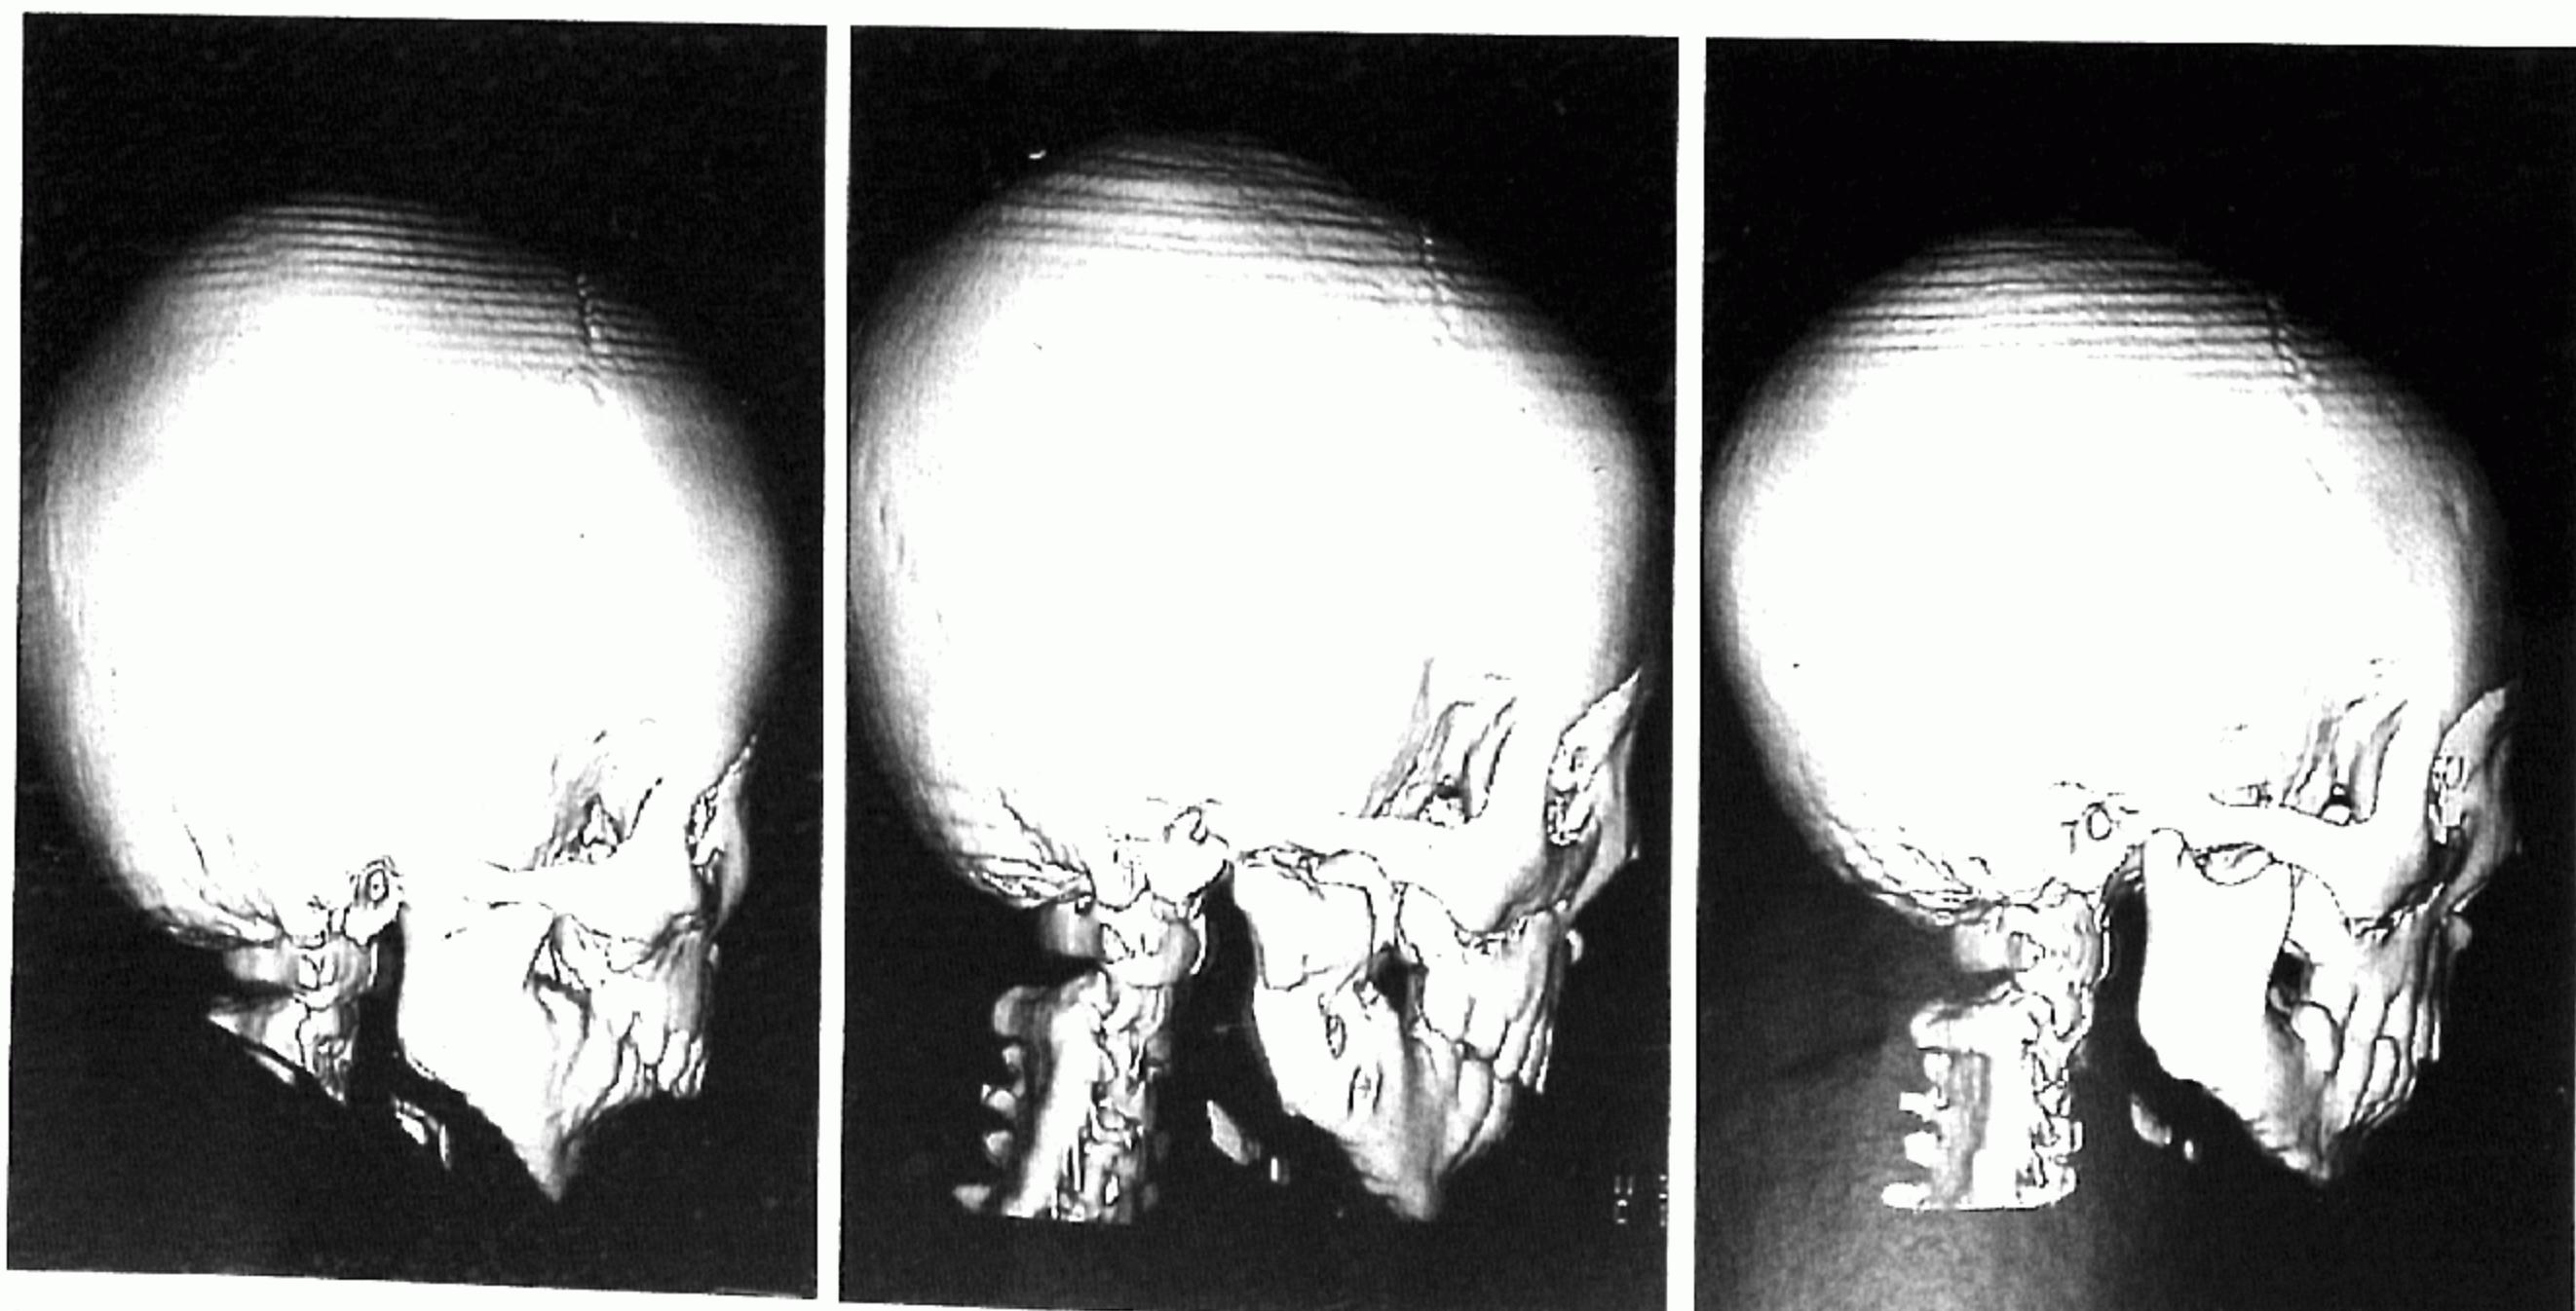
Three-dimensional computed tomographic scans of a 44-month-old female with unilateral temporomandibular joint ankylosis and mandibular hypoplasia. (Left) Preoperative ipsilateral view showing bony ankylosis of the temporomandibular joint and (Center) Postdistraction-ipsilateral view. Note the near restoration of mandibular contour symmetries to (Right) contralateral normal side.
